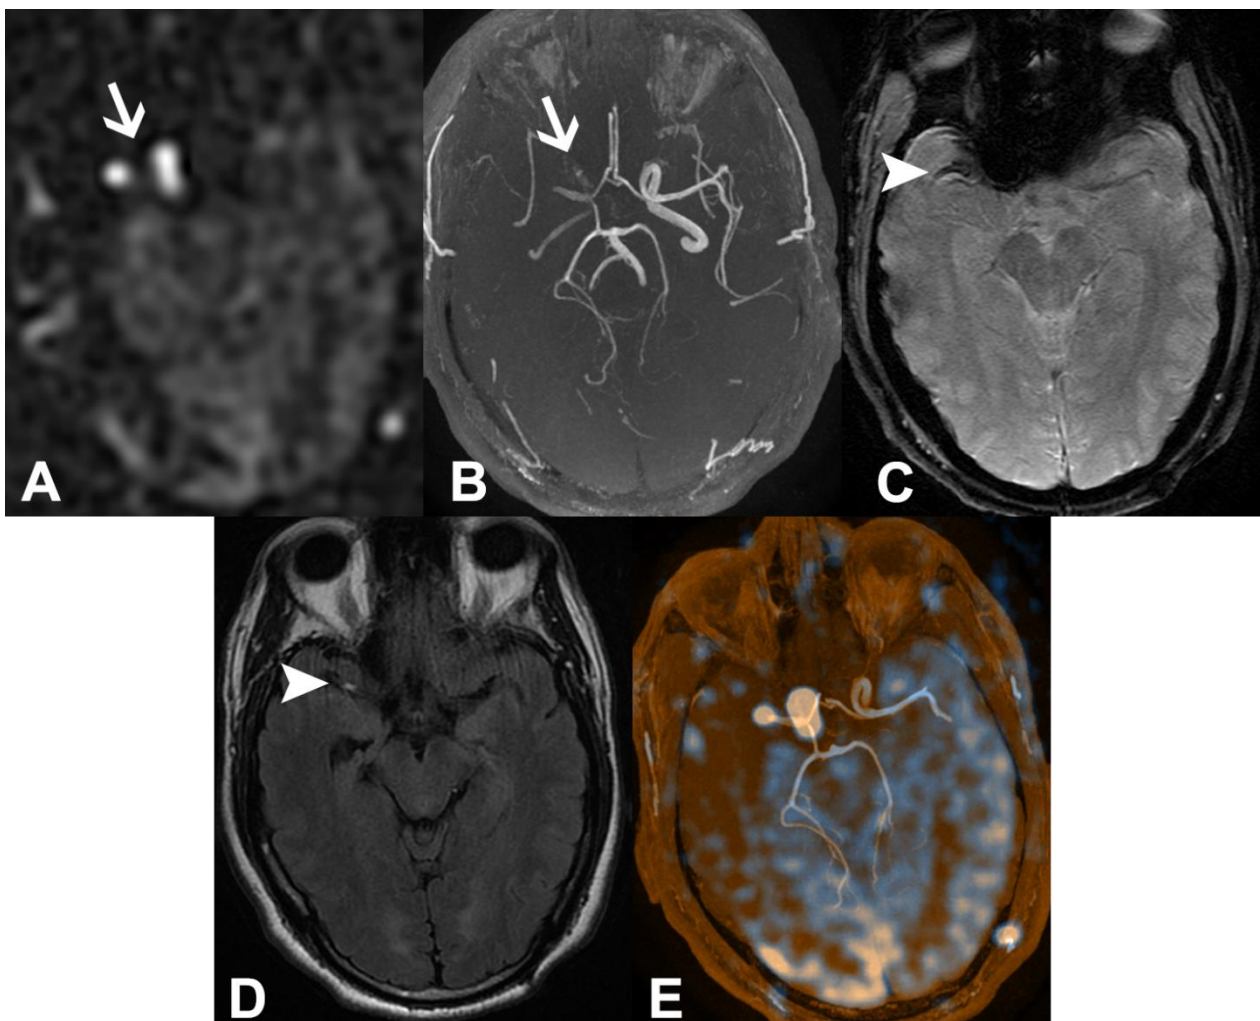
Exemple d'ABS (A, flèche) dans un AVCi du territoire cérébral postérieur droit vu sur la cartographie ADC (B), au niveau d'un hypersignal FLAIR intravasculaire (C) et d'une occlusion TOF (D). Fusion de la TOF et de l'ASL (E).
